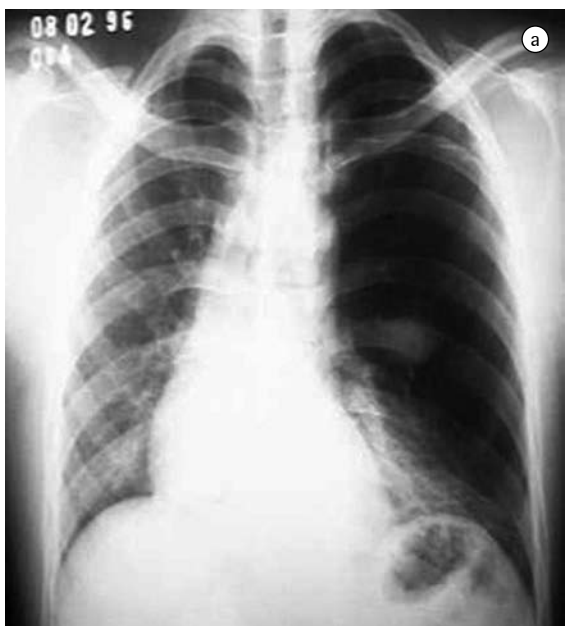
a) Radiograma de caso de atresia brônquica com mucocele; e b) tomografia computadorizada do mesmo caso de atresia brônquica.
